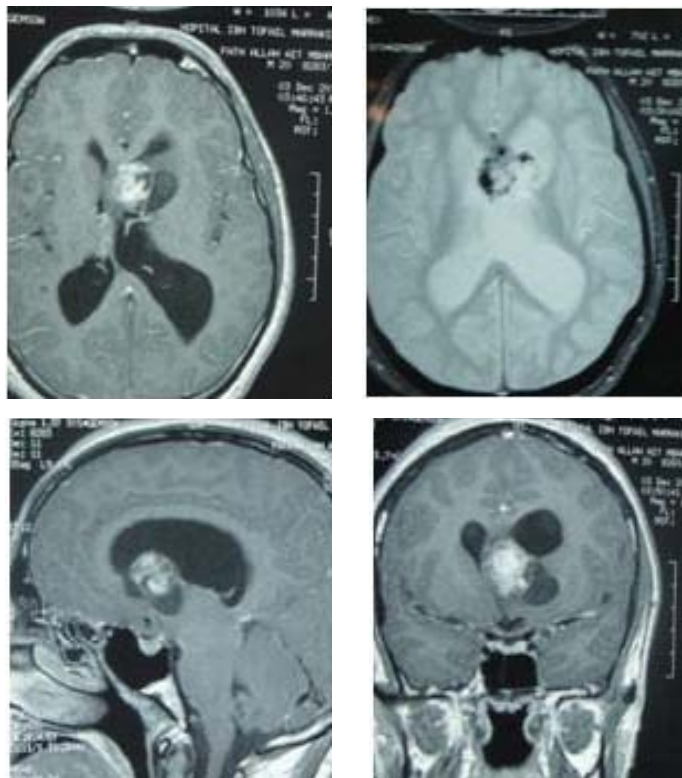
IRM cérébrale du 1er patient montrant un gliome sous épendymaire
